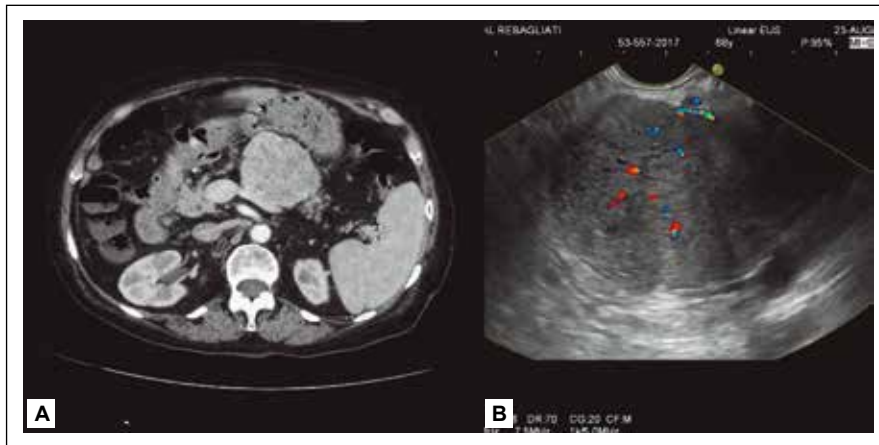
A) Tomografía: tumoración solida dependiente de cuerpo pancreático. B) EUS: lesión hipoeocogénica y heterogénea con captación doppler.
